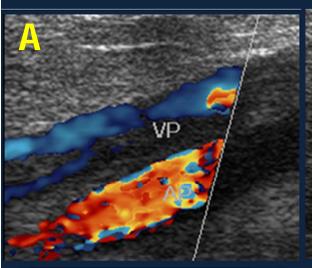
Flebitis: A) Segmento previo no afectado con paredes casi imperceptibles B) Se observa en relación a zona dolorosa engrosamiento difuso de las paredes de la vena safena parva (flechas). C) Otro paciente con similares hallazgos a (B) demuestra además la permeabilidad con el doppler de potencia
